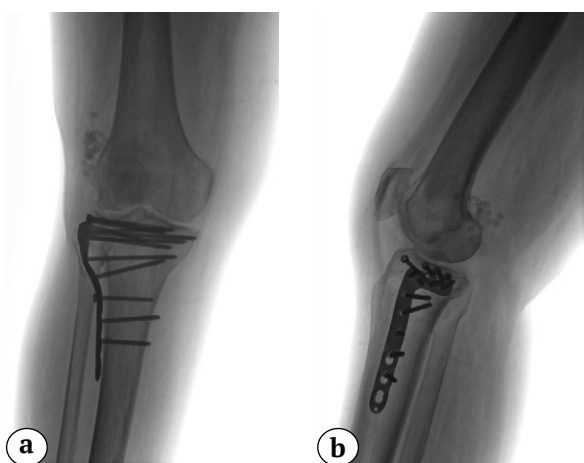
Рентгенограммы после проведения операции повторного дебридмента раны с заполнением дефекта мягких тканей цементным спейсером с антибиотиками: а — прямая проекция; б — боковая проекция
